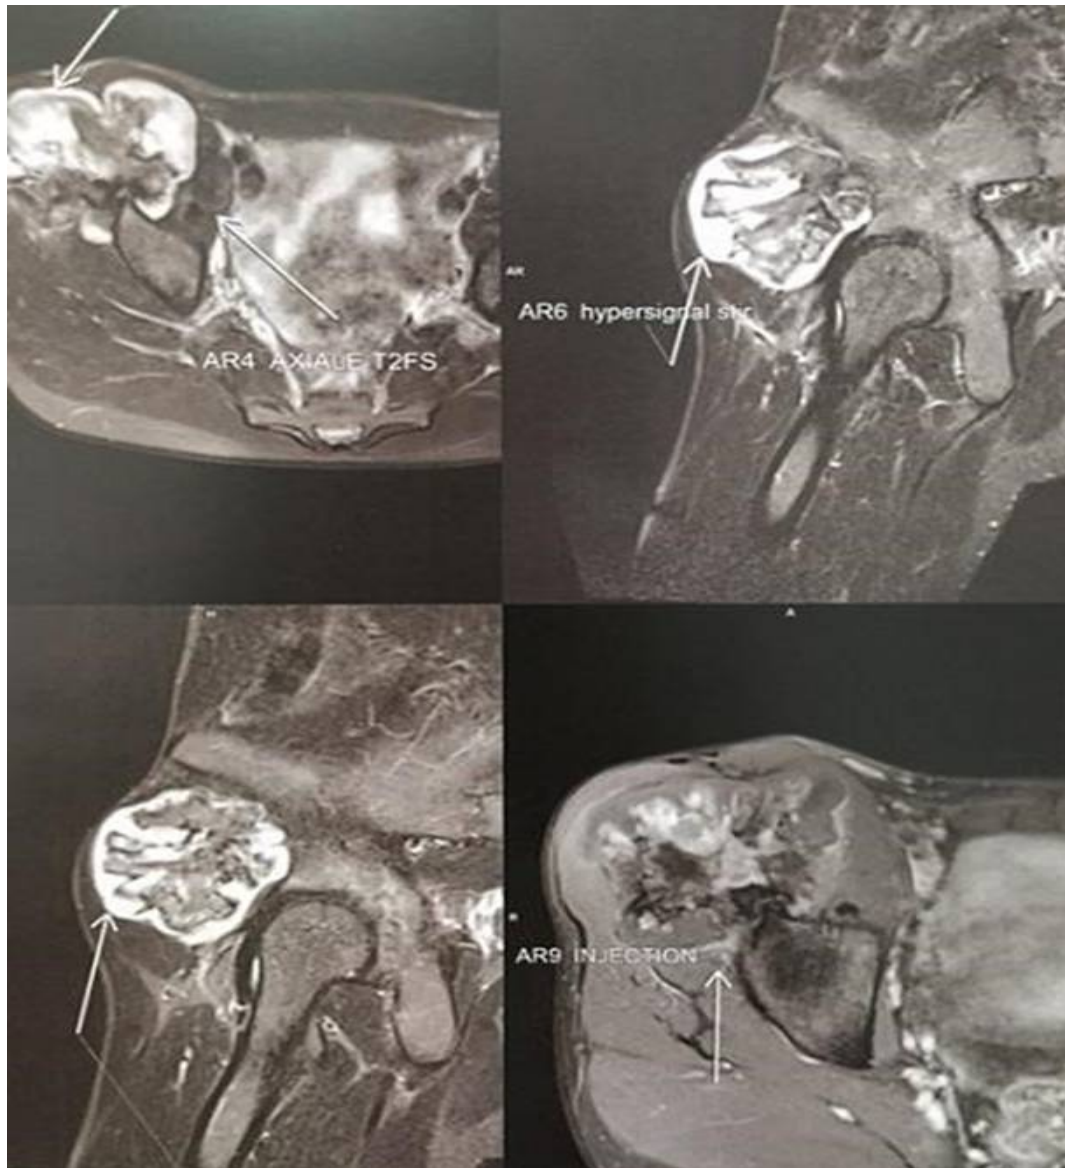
des clichés IRM montrant une masse cartilagineuse hétérogène rehaussée après injection faisant suspecter une dégénérescence maligne
